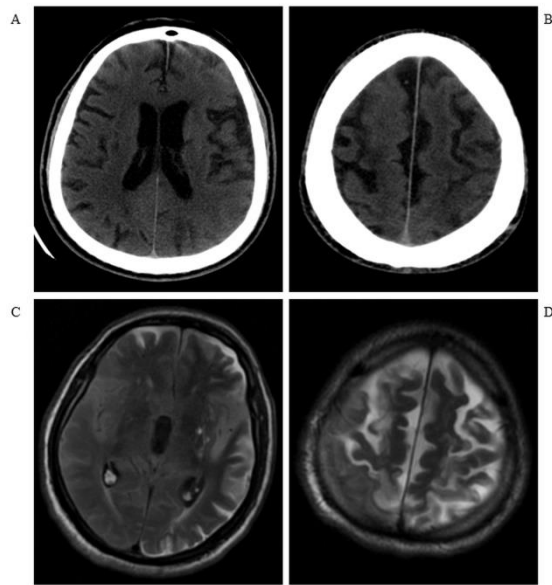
Seventy-five years old male patient for whom stent placement procedure was conducted in left ICA two hours after MRA and permanent encephalopathy lesions were developed. A-B) Density increase in subarachnoid space cannot be seen five hours after stent placement C-D) common hyperintensities in FLAIR MRI due to diluted gadolinium in SAS can be seen 25 hours after stent placement.
